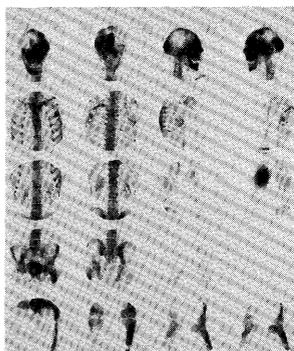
Tc-99m MDP bone scintigraph shows abnormal uptakes in left facial bone, humerus, femur and tibia. Unilateral uptakes including facial bone are characteristic of polyostotic fibrous dysplasia.
